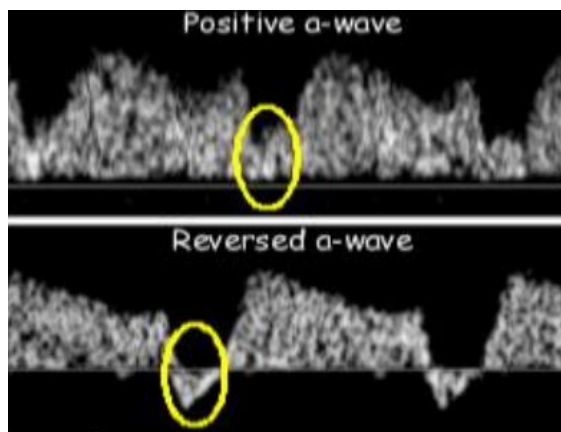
Doppler del ducto venoso en la ecografía de 11-14 semanas.
